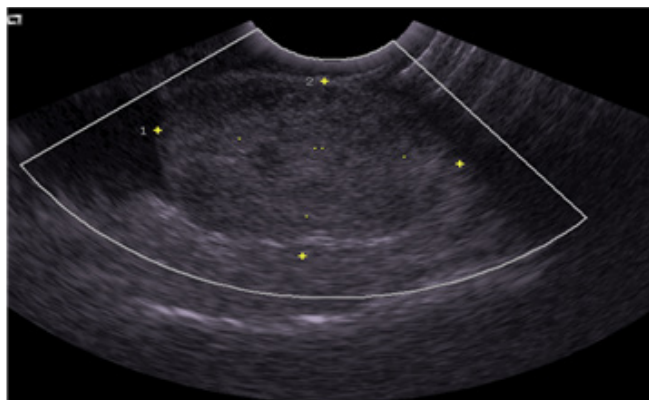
Corte transversal de ultrasonido abdominal, donde se aprecia una lesión retrouterina, hipocóica, de 35 mm en su diámetro máximo que impresiona hacer cuerpo con el útero.
